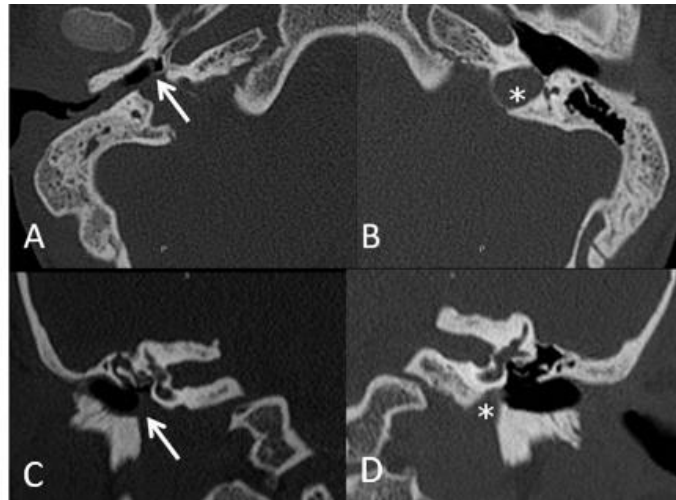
Variante anatómica: dehiscencia del bulbo de la vena Yugular Interna. TC de ambos oídos, con reconstrucciones axiales (A y B) y coronales (C y D). En el lado derecho bulbo yugular alto, con dehiscencia de pared ósea, improntando el hipotímpano (flecha), conservando la integridad de la espina carótido-yugular. En el lado izquierdo el bulbo yugular es normal (*).
